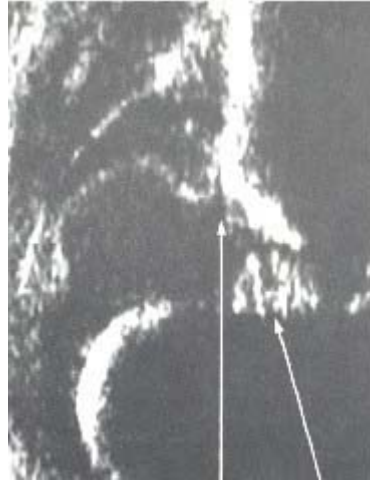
Sonogramm, Hüfte Typ IV
